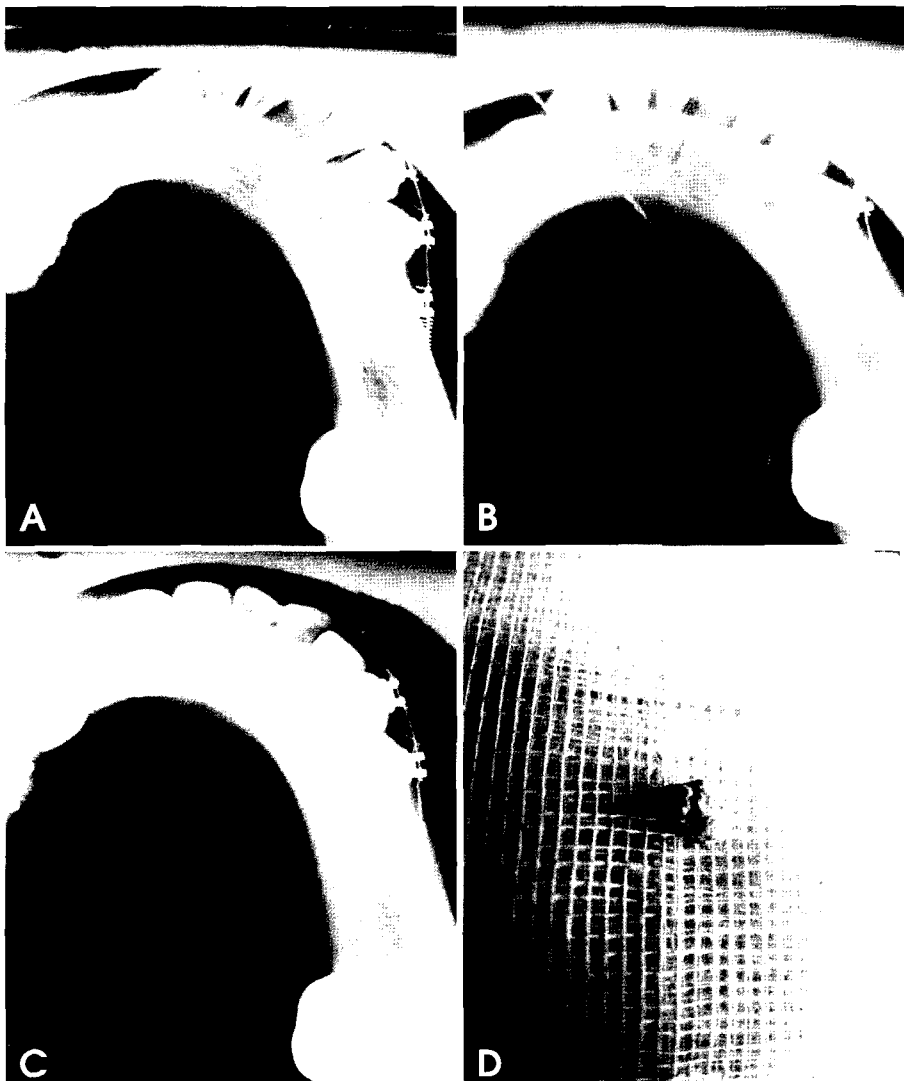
A. Occlusal radiograph before removal of stone. B. Location of SNU Sialoop. C. Occlusal radiograph after removal of stone. D. Photograph of removed stone.
